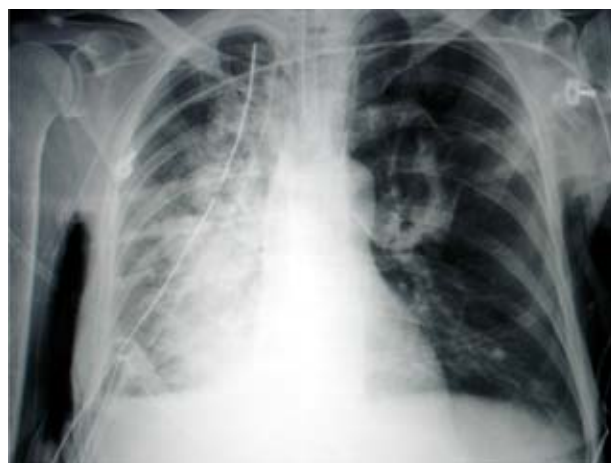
Radiografía de tórax en el postoperatorio inmediato. Se observa un infiltrado difuso en el hemitórax derecho.
